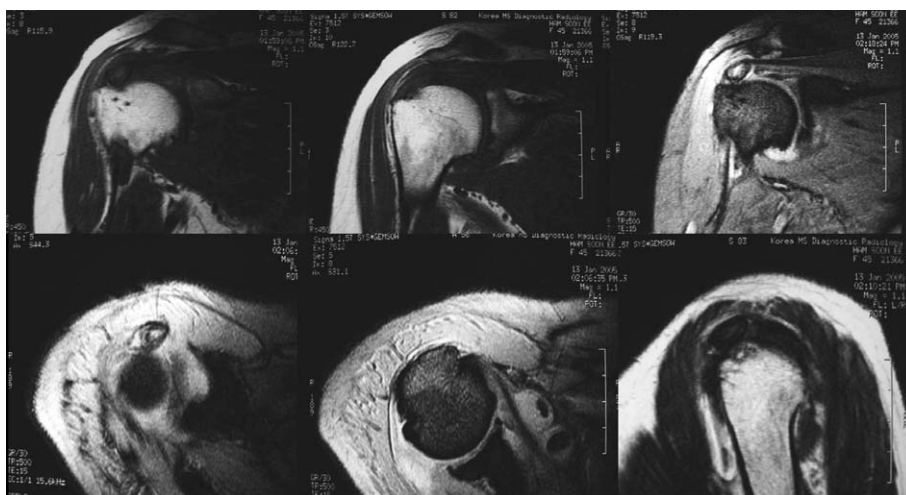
Magnetic resonance imaging in coronal, sagittal and axial section demonstrated three loose bodies within the glenohumeral joint and its location.
